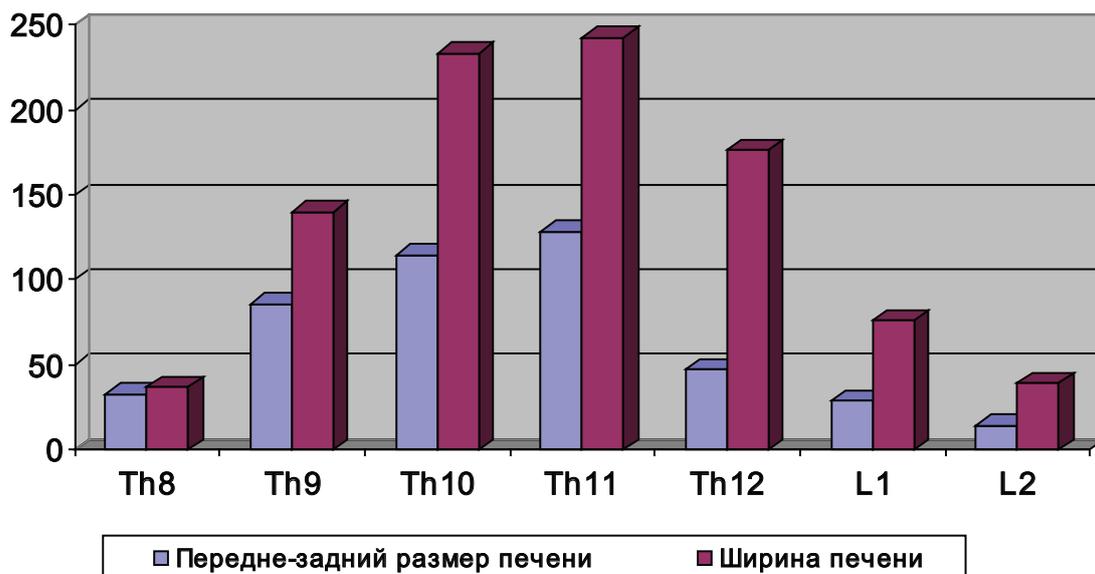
Анатомометрические показатели печени (мм) по данным МРТ-исследования по отношению к 7 уровням горизонтальных томографических срезов начиная с Th₈ (1-й уровень) и заканчивая L₂ (7-й уровень).
